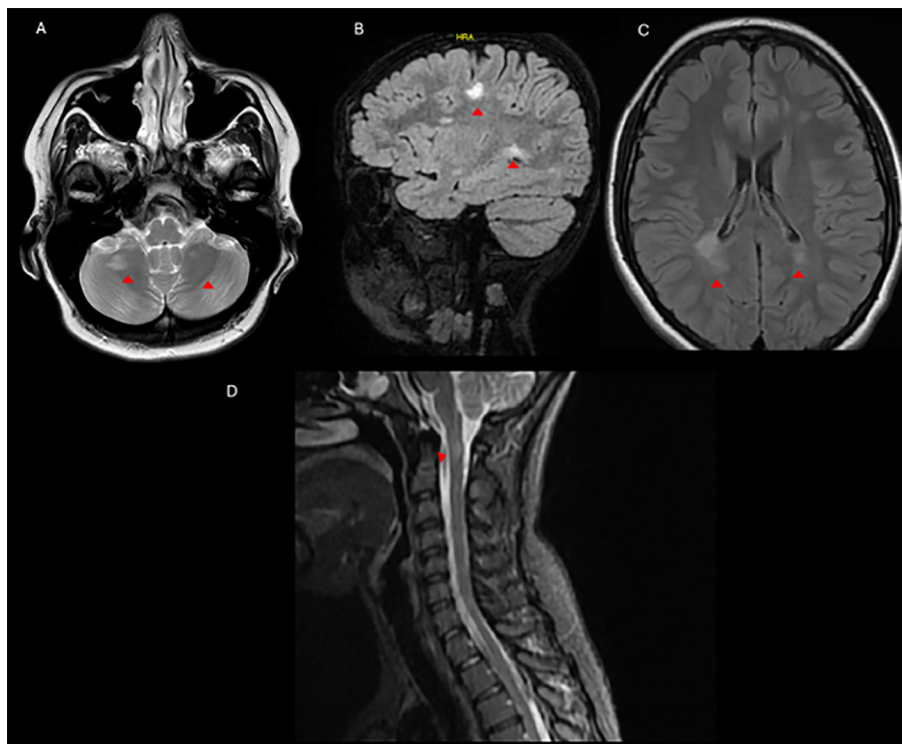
Topografías típicas de las lesiones en POMS. A: corte axial, secuencia FLAIR, lesiones hiperintensas a nivel pedúnculos cerebelosos bilaterales. B: se corte sagital, secuencia FLAIR, lesiones hiperintensas a nivel yuxtacortical. C: corte axial, secuencia FLAIR, lesiones hiperintensas a nivel periventricular. D: corte sagital T2, lesión medular cervical corta involucrando segmentos C1-C2.
